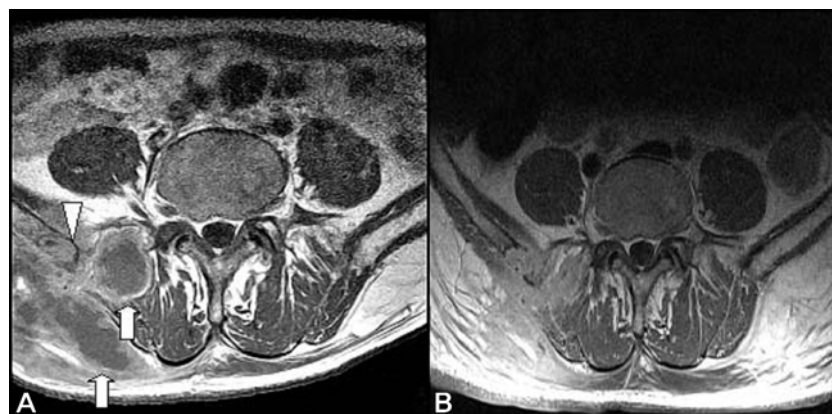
(A) Initial magnetic resonance imaging shows a paraspinal abscess (arrow) and destruction of iliac bone (arrowhead). It involves erector spine muscle and iliac muscle. (B) Magnetic resonance imaging 4 weeks after the treatment shows decreased size of abscess.
